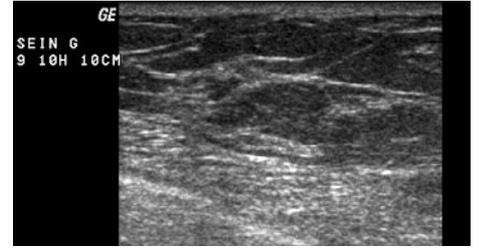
Nouvelle échographie mammaire gauche : on retrouve, sur le rayon de 9 heures à 5 cm du mamelon, la plage absorbante connue de 12 mm de grand axe. On repère aussi entre les rayons de 9 heures et 10 heures, à environ 10 cm du mamelon, une petite zone hypoéchogène, vaguement triangulaire, de 6 mm de grand axe. Cette formation a fait l'objet d'une cytoponction guidée.
